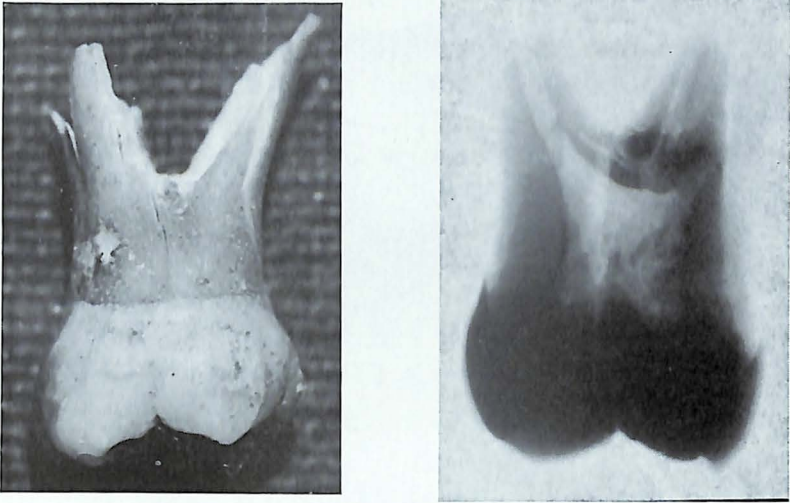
Mésotaurodontisme d'une seconde molaire supérieure temporaire. A gauche : aspect de la dent, à droite : image radiographique ; à noter les dimensions de la chambre pulpaire (Ossuaire néolithique des Matelles, France).
